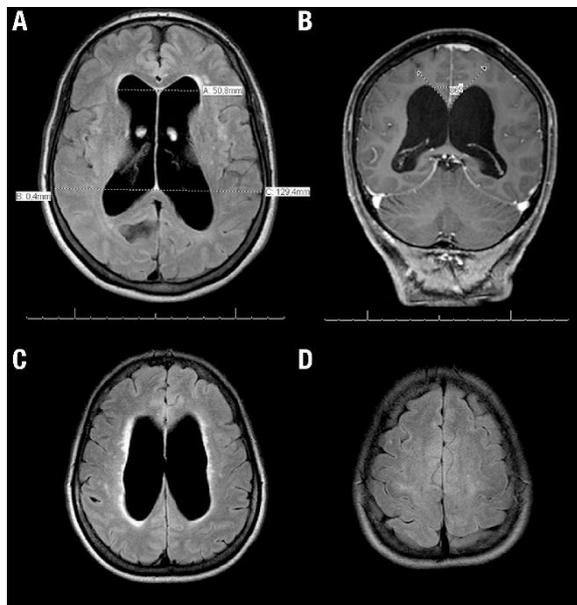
A. Corte axial em sequência FLAIR mostrando uma ventriculomegalia significativa, com cálculo do Índice de Evans IE aumentado, neste caso IE=0,39. B. Corte coronal T1 mostrando um ângulo calosal reduzido. C. Corte axial em FLAIR revelando hiperssinal na substância branca, sugerindo transudação endimária (setas finas). D. Corte axial em FLAIR mostrando apagamento de sulcos na alta convexidade de regiões frontoparietais (setas grossas).
